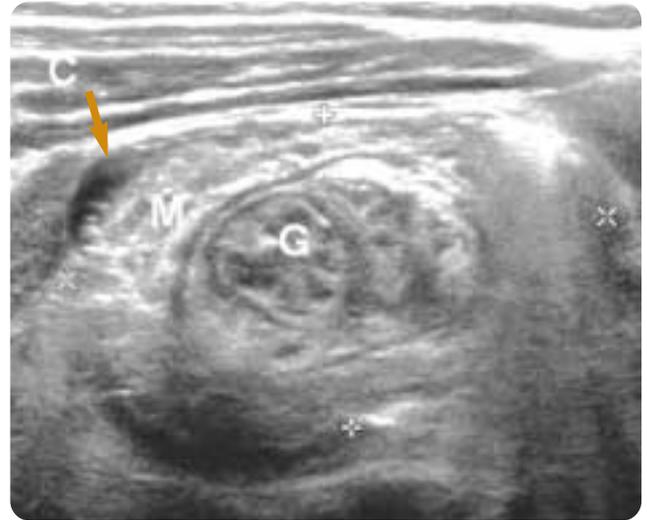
Échographie - Invagination iléo-cæcale. Image en cocarde correspondant à l'intestin grêle (G) et son méso (M) invaginé dans le côlon (C).
